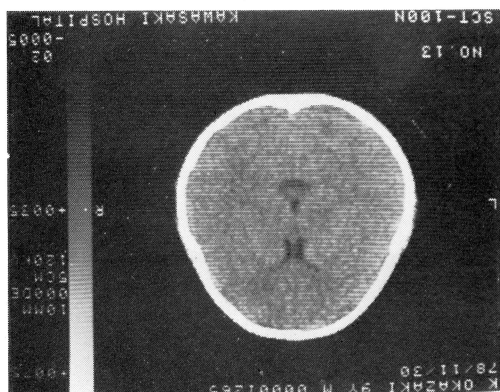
Case 4. Normal CT in a 9 year and 2 month-old boy
